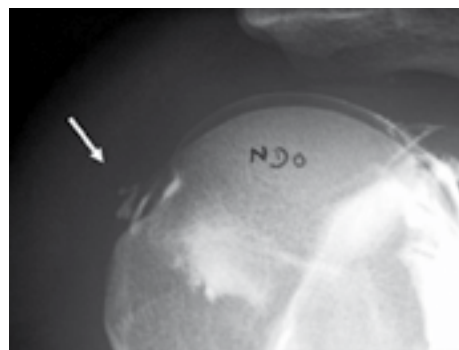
Radiographie de face en rotation interne montrant une encoche du col anatomique de l'humérus (pseudo-encoche de Malgaigne).
